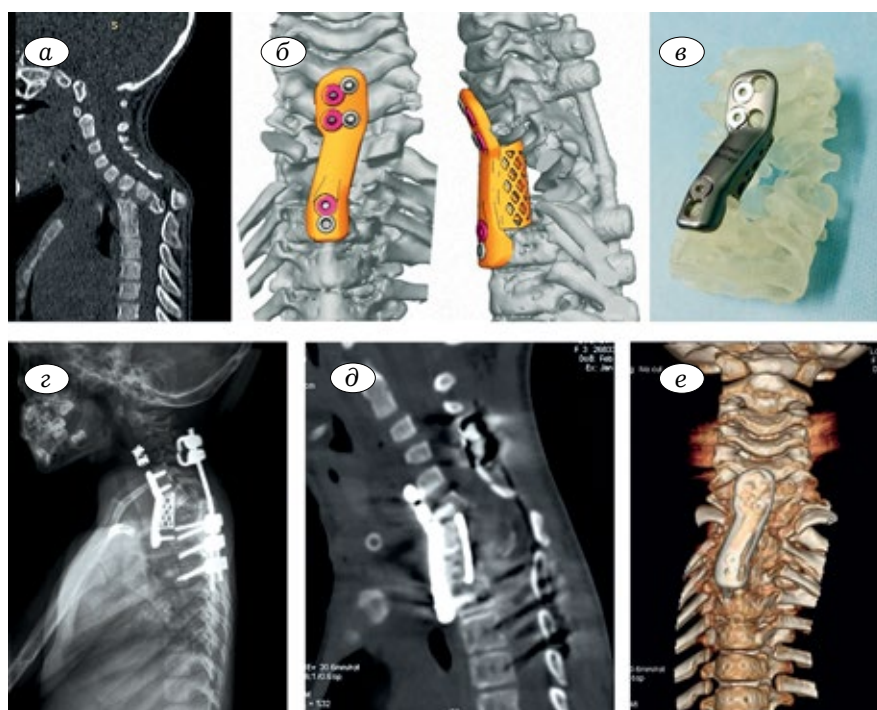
Аномалия развития шейного и грудного отделов позвоночника, синдром Клиппель-Фейля, врожденный вывих позвонка Th₁, шейно-грудная инклинация со стенозом позвоночного канала, миелопатия у пациентки Л., 3 лет. а — данные КТ до операции; б — компьютерное моделирование пластины с телозамещающим имплантатом; в — стереолитографическая модель и пластина с телозамещающим имплантатом; г-е — рентгенограмма и данные КТ после хирургического лечения.
